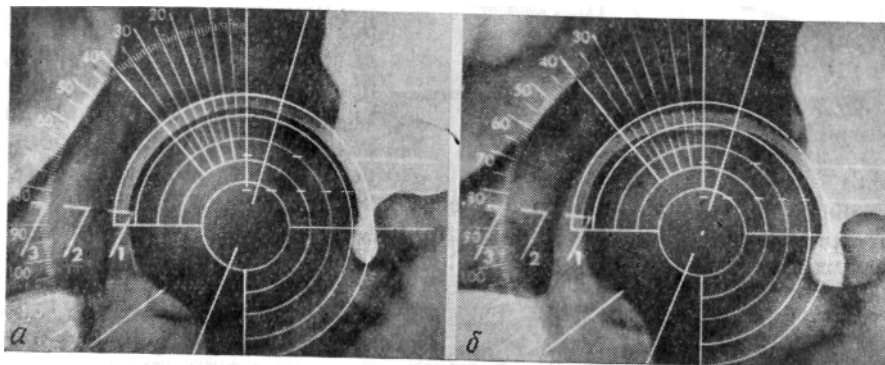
Рентгенограммы тазобедренных суставов с наложенными на них ишиометра-ми: а — нормальные очертания головки и впадины (расположены параллельно концентрическим кругам ишиометра); б—сплющивание головки вследствие аваскулярного некроза: очертания головки утратили параллелизм с кругами ишиометра
